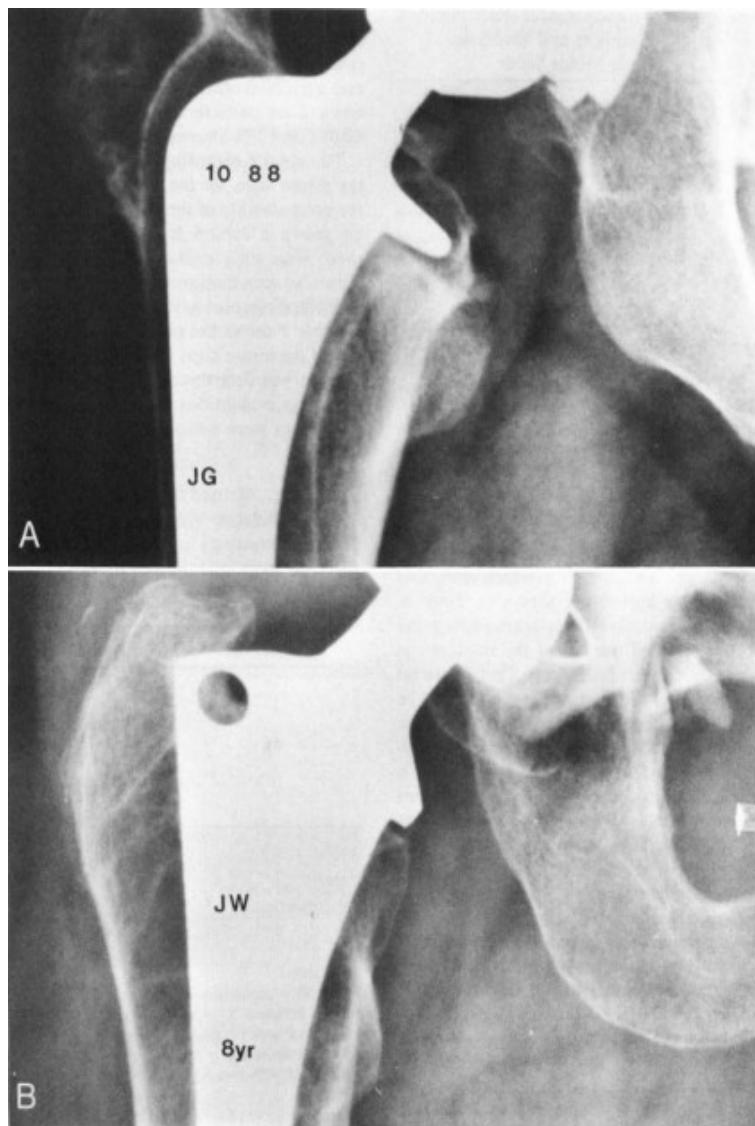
Y 18B. Radiografías AP de dos fémures proximales que demuestran las diferencias en la Modelado óseo relacionado con la estabilidad del vástago. (A) Densificación en la corteza femoral medial que ocurre con una Prótesis femoral inestable. (B) La pérdida de densidad ósea de la corteza femoral medial asociada con una Prótesis óptimamente fijada
